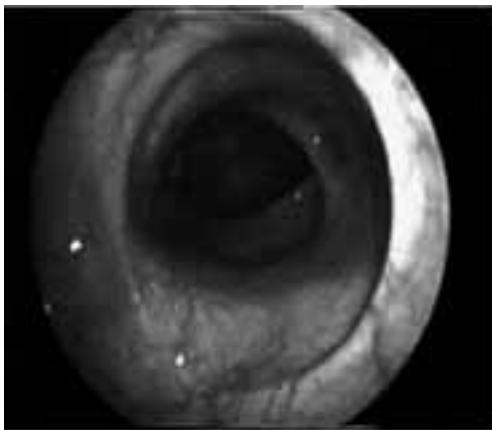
Эндоскопическая и рентгенологическая картина сформированного анастомоза.
